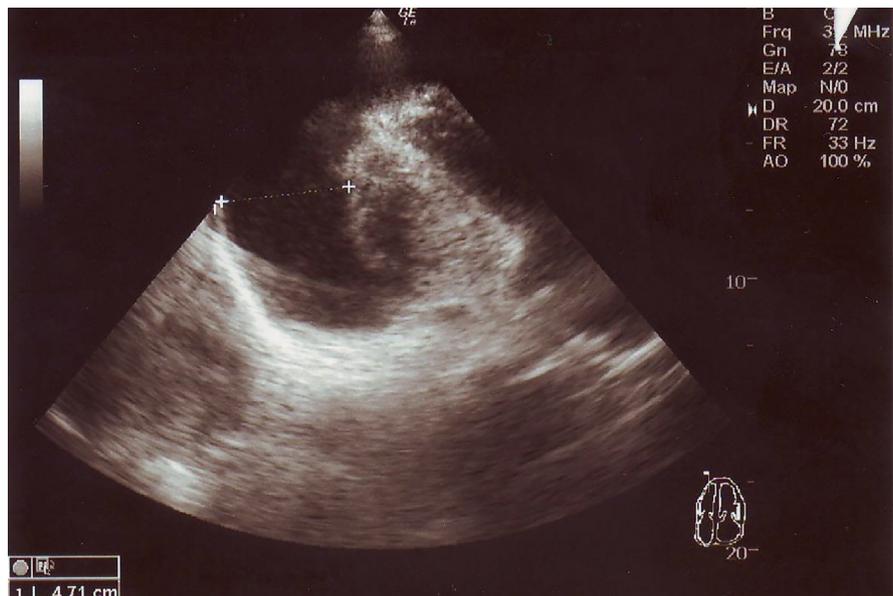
УЗИ сердца. Гидроперикард в области верхушки.
